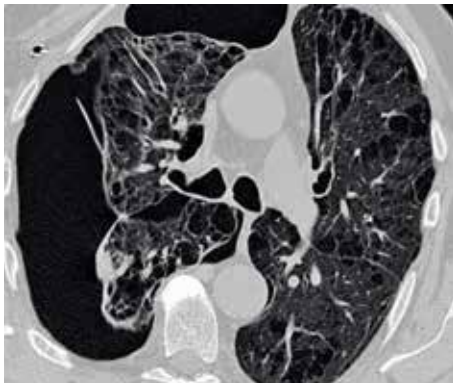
Lungröntgen januari 2011 visar ett uttalat emfysem, speciellt basalt till höger.
